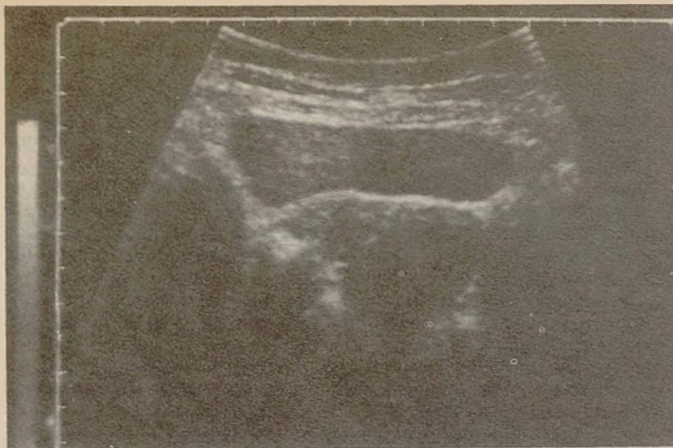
УЗИ органов малого таза больной Оксаны А., 11 лет 6 мес.
